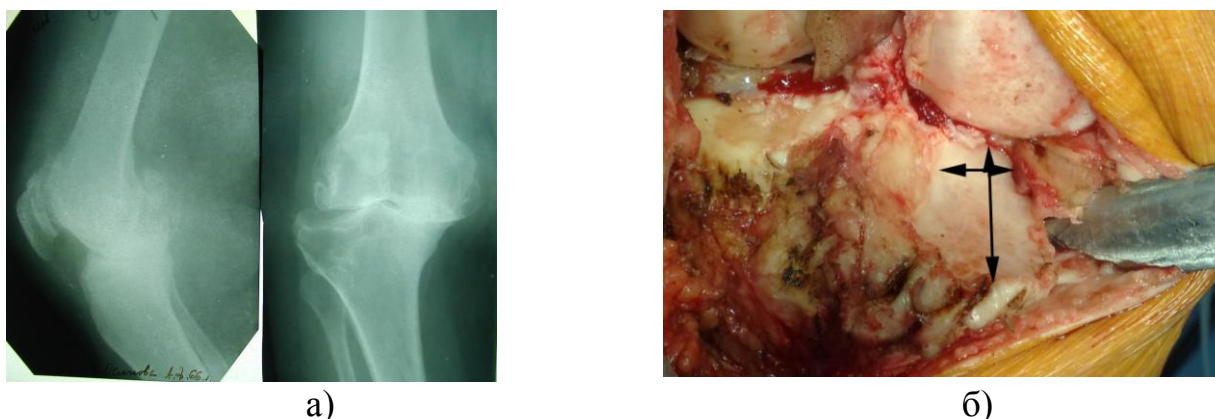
Колінний суглоб пацієнтки Т. 56 років, у якої відсутня передня хрестоподібна зв'язка, внаслідок травми 18 років тому: а) рентгенограма; б) фото виростків великогомілкової кістки
